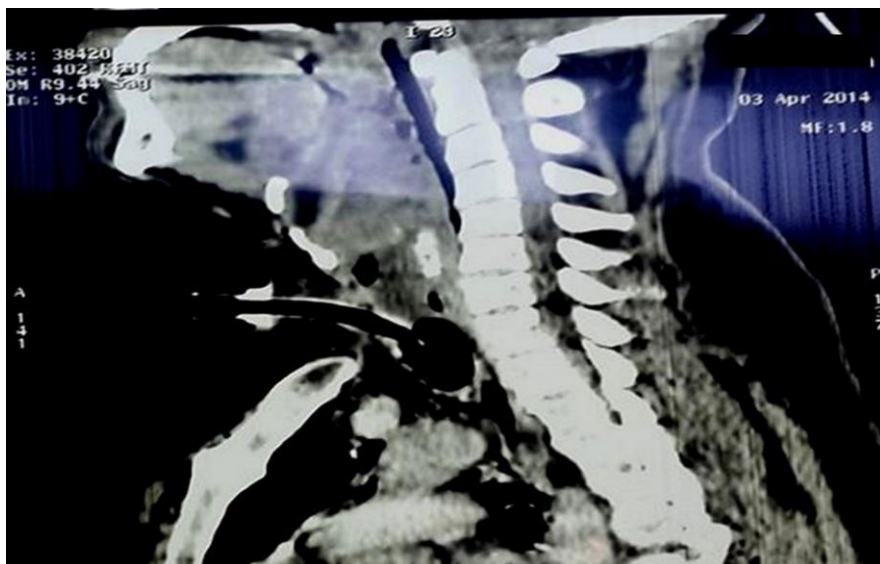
TDM coupe sagittale montrant une cellulite de l'épiglotte et infiltration des parois pharyngées.
